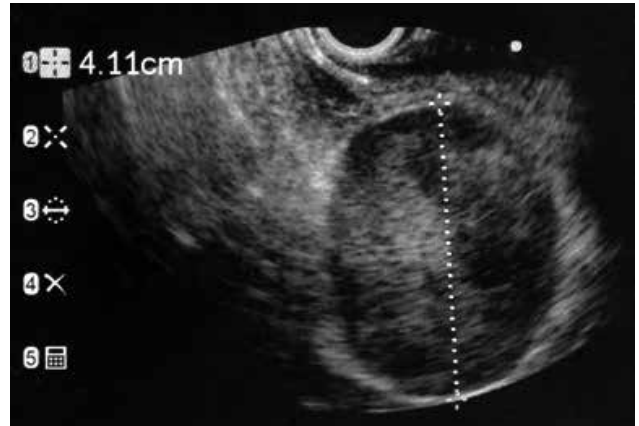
Obraz endosonograficzny tłuszczaka żołądka
